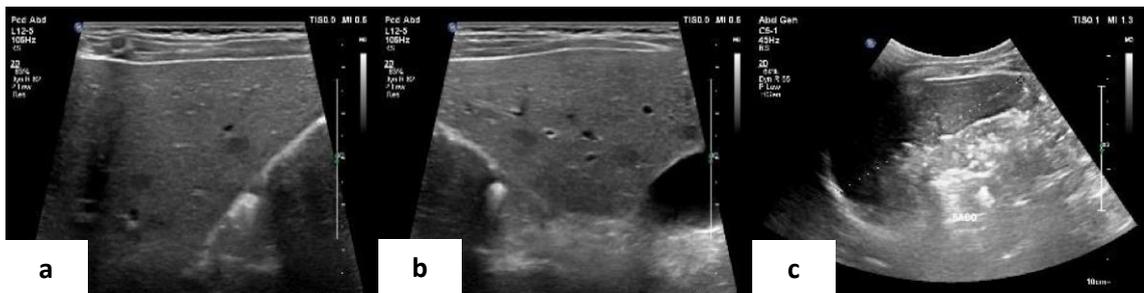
Imagem de Ultrassonografia de abdome total (a) e (b): Ultrassonografia evidenciando parênquima hepático heterogêneo, com múltiplas áreas hipoeóicas mal definidas de margens indistintas. (c): baço aumentado.
